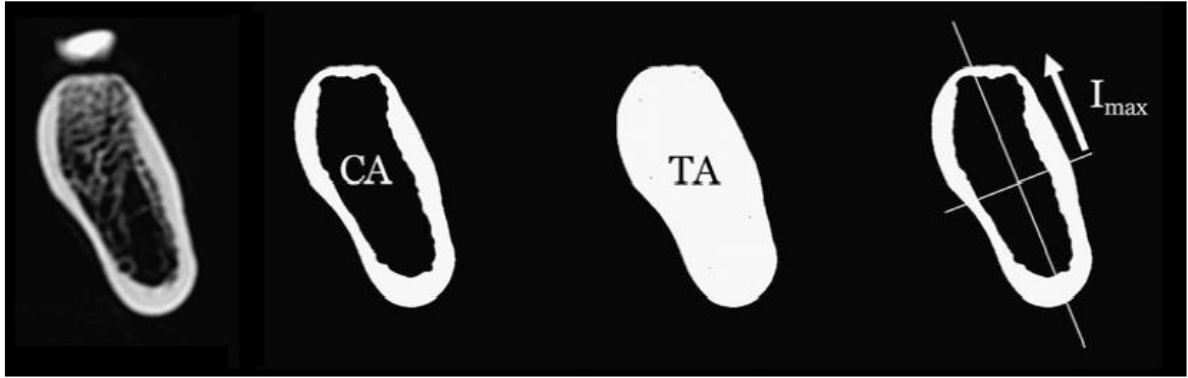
De izquierda a derecha: Ejemplo de un corte transversal de mandíbula en una TC. Luego la ilustración de los datos y dimensiones posibles de obtener, CA, área cortical (CBA en este estudio); TA, área total subperióstica;  $I_{max}$ , segundo momento de inercia máximo (MIA en este estudio) (Modificado de Antón et al., 2011).
